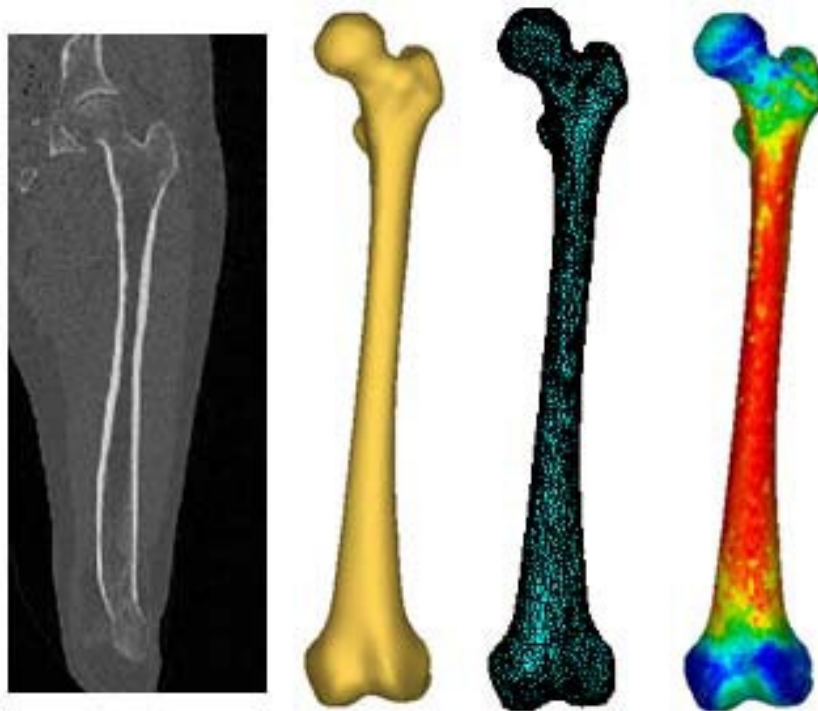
Da sinistra verso destra: passaggio da dati CT ad un modello agli elementi finiti (rispettivamente, scansione CT, modello 3D, mesh 3D, assegnazione proprietà dei materiali). Immagine da [62].
